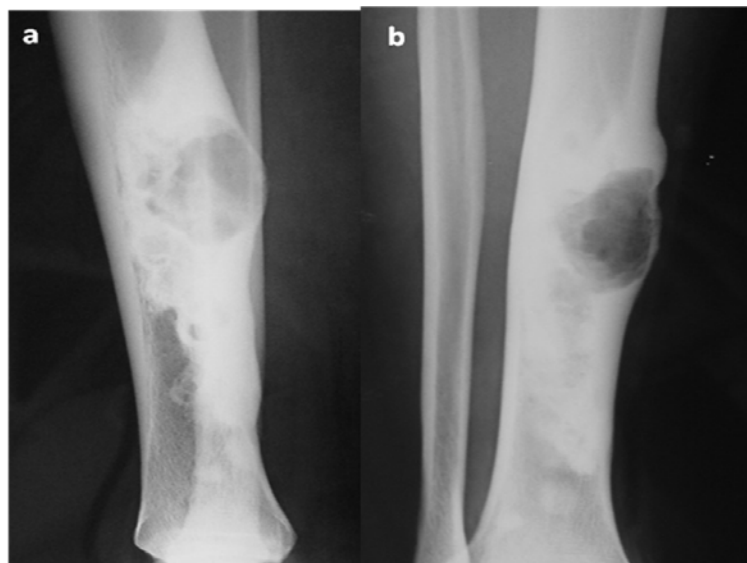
Radiographie de la jambe gauche de face (a) et de profil (b): Ostéoblastome. Lacune corticale ovale de grande taille, bien limitée, entourée d'une importante sclérose périphérique, associée à un épaissement cortical en rapport avec une réaction périostée pleine homogène traduisant le caractère bénin.
